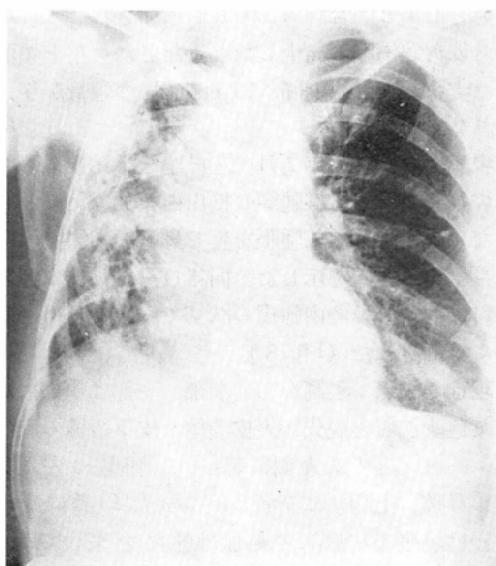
Case 3. Roentgenogram of chest showing severe radiation changes of the right lung, pleura and ribs
